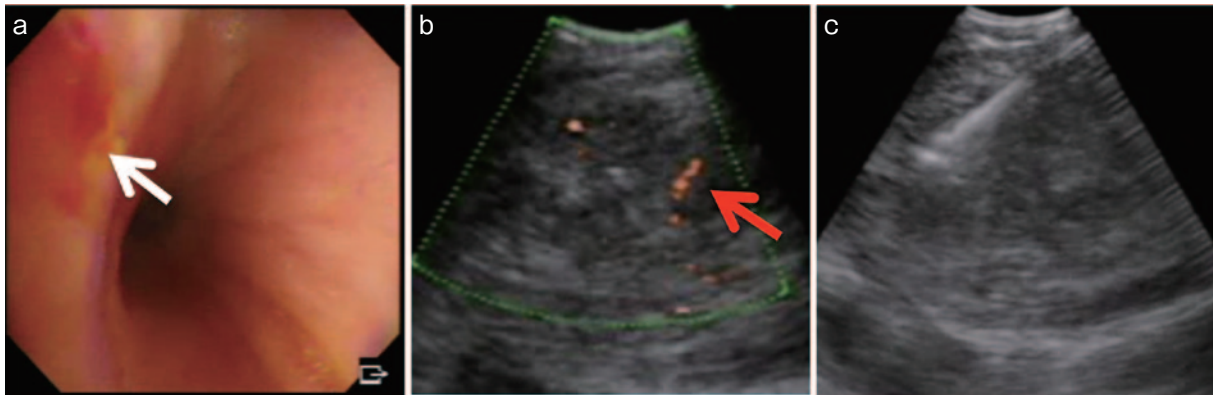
EBUS-TBNA所見. (a) 中間気管支幹より縦隔側(白矢印)に向けてコンベックスプローブ型超音波気管支鏡を用いて肺動脈内病変を描出した. (b) EBUSで肺動脈内腫瘍は内部に高エコーと低エコーを混在する辺縁不明瞭な充実性病変を呈し、ドップラー法で内部の小血管の散在を確認した(赤矢印). (c) 肺動脈内部の腫瘍性病変に対しTBNAを施行した.
